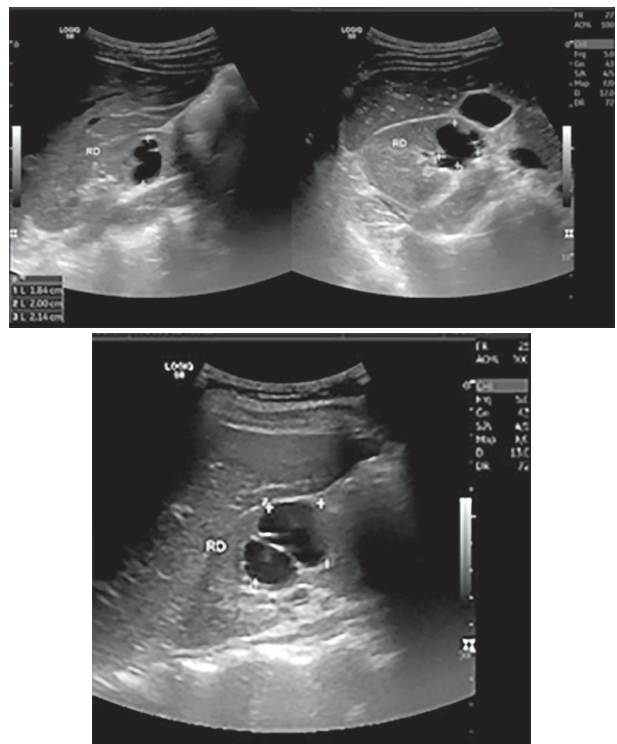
Figura 3 Chist renal drept – examen ultrasonografic – perete subțire și sept
